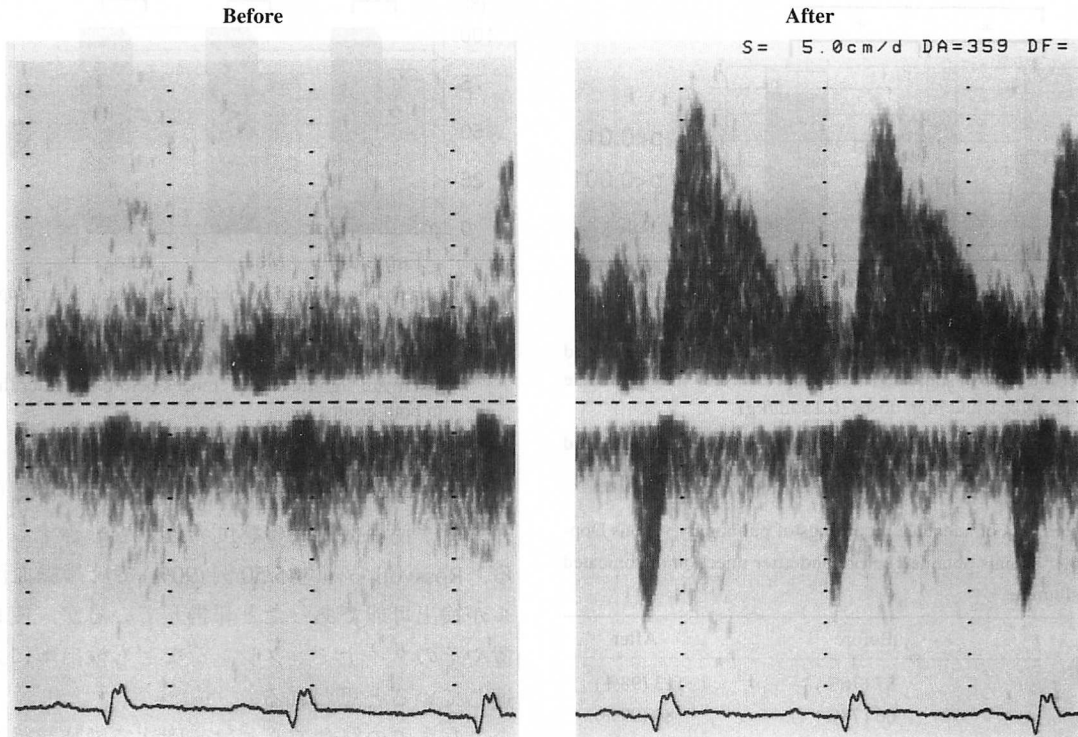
Pulsed wave Doppler echocardiogram of the right upper pulmonary vein
